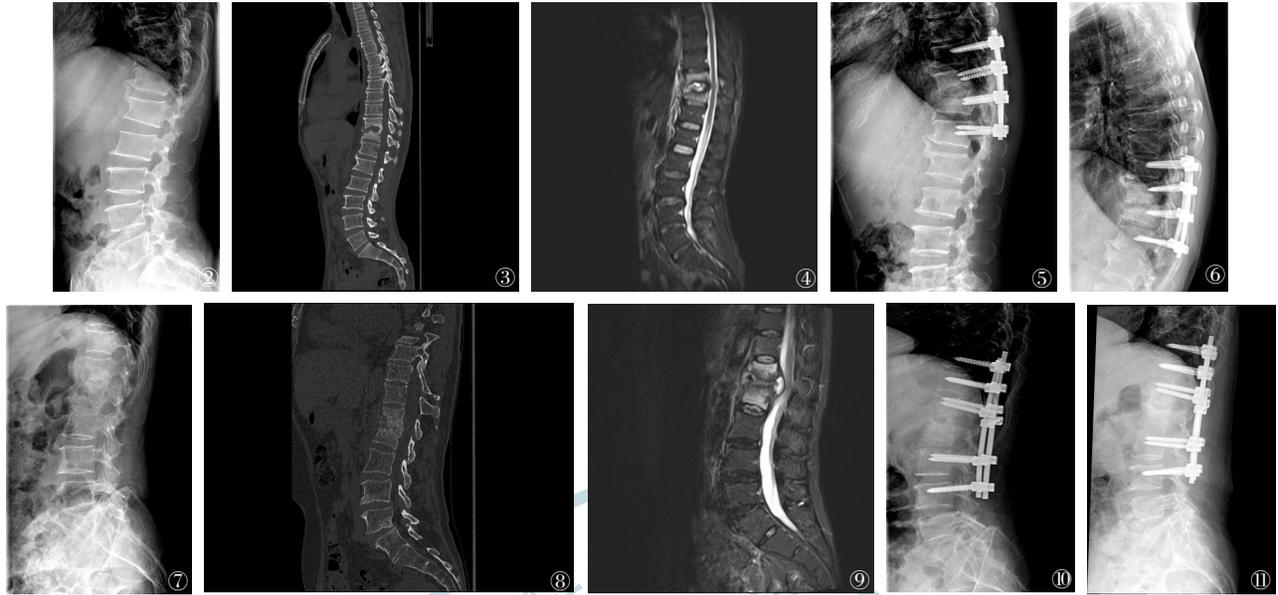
~7 患者女性,57岁,T₁₀、T₁₁椎体结核,仅行单纯后路脊柱内固定治疗T₁₀、T₁₁椎体结核。图2~3 术前X线片、CT显示T₁₀₋₁₁椎间隙被侵蚀,T₁₀椎体下部、T₁₁椎体上部破坏。图4 术前T₂加权MRI显示受累的椎体、椎间脓肿和椎旁软组织高信号影。图5 术后1周胸腰段侧位X线片显示仅予以脊柱后路内固定未行病灶彻底清创。图6 术后17个月胸腰段侧位X线片显示胸椎结核治愈,内固定位置好,未出现松动。图7~11 患者女性,68岁,L₁、L₂椎体结核,仅行单纯后路脊柱内固定治疗L₁、L₂椎体结核。图7~8 术前X线片、CT显示L₁₋₂椎间隙被侵蚀,L₁椎体下部、L₂椎体上部破坏。图9 术前T₂加权MRI显示L₁₋₂节段马尾神经受压,受累的椎体、椎间脓肿和椎旁软组织高信号影。图10 术后1周腰椎侧位X线片显示仅予以脊柱后路内固定未行病灶彻底清创。图11 术后19个月腰椎侧位X线片显示腰椎结核治愈,内固定位置好,未出现松动。
